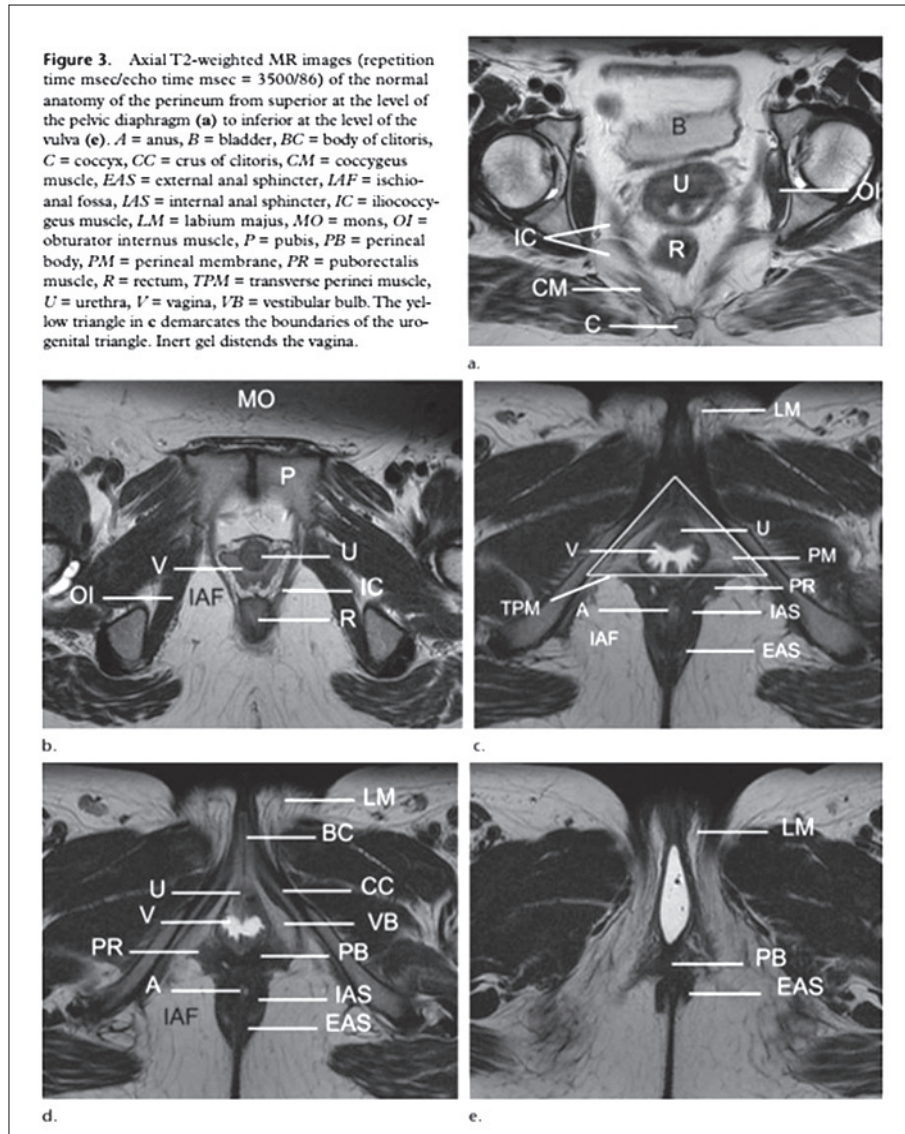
Anatomía seccional axial mediante RM de la región perineal.
